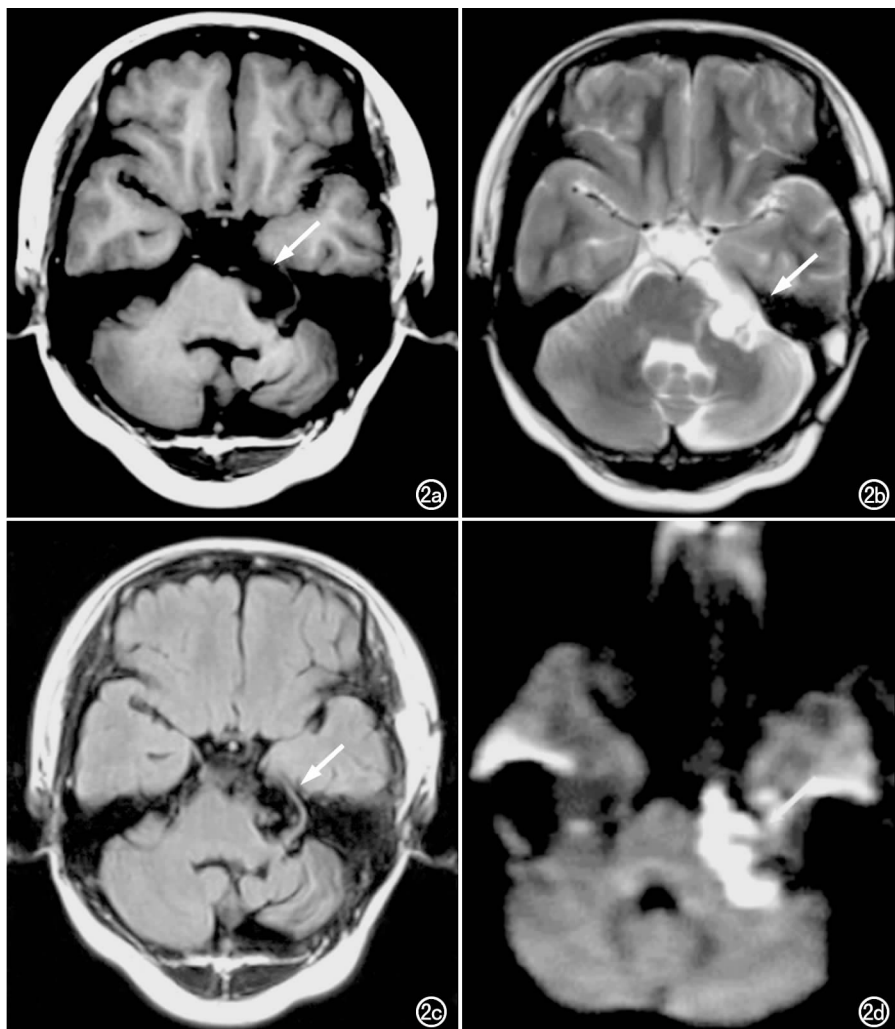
桥小脑角区表皮样囊肿。a) 与脑脊液比较, T_1 WI 呈不均匀等信号; b) T_2 WI 呈不均匀等信号; c) FLAIR 呈不均匀高信号; d) DWI 呈高信号,对病变轮廓描述优于常规 MRI 和 FLAIR。
